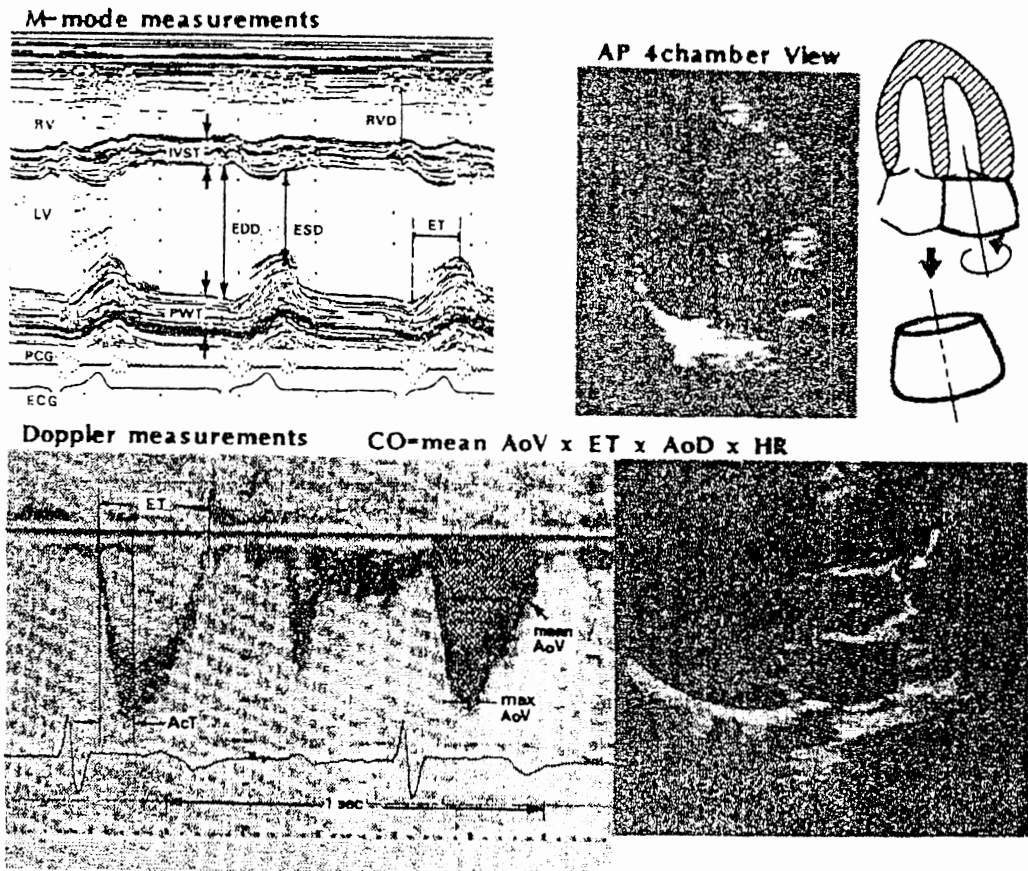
心エコー図及びドップラー法による循環諸指標の計測方法
